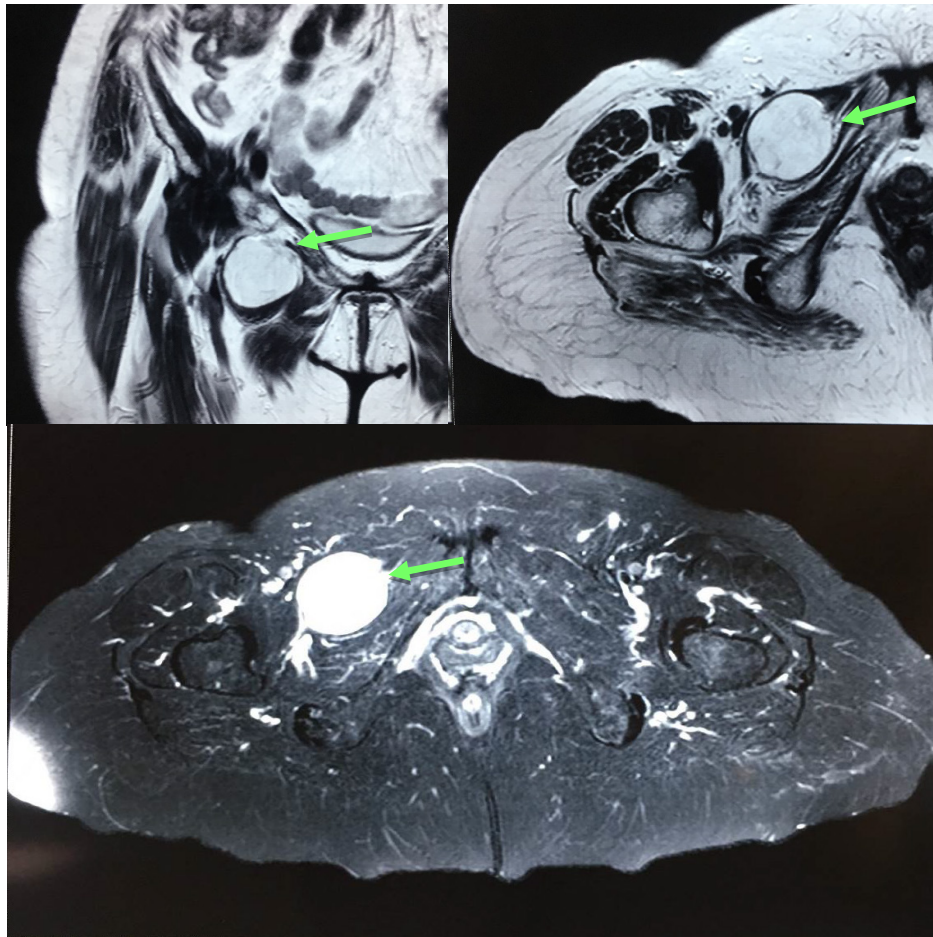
Resonancia magnética nuclear de pelvis que permite visualizar una hernia obturatriz tipo 2. Imágenes coronales y axiales T2 (arriba) y axial STIR (abajo) mostrando saco herniario distendido por líquido entre músculos pectíneo y obturador externo derecho. Fotografías originales tomadas de los estudios de imágenes de pacientes.
